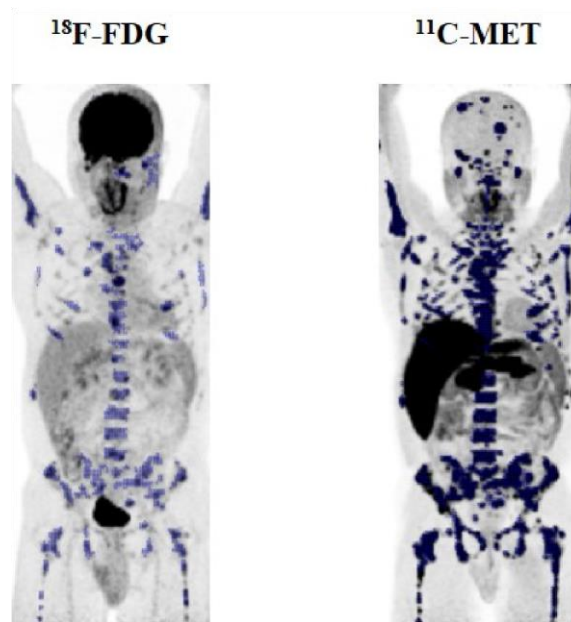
Display of a 47-year-old male (patient #10) with multiple myeloma R-ISS II. A combined pattern of diffuse and focal disease and more than three FL were detected by ^{18}F -FDG PET/CT. The same lesions were detected by ^{11}C -MET PET/CT and, noticeably more FL were detected, some of them located in the skull, leading to a remarkable difference of 103.3% in total metabolic tumor volume (TMTV) (TMTV MET: 726 cm^3 vs. TMTV FDG: 357.1) and 366.1% in TLG/TLMU (MET TLMU: 6061.4 g vs. FDG TLG: 1300.4 g).
